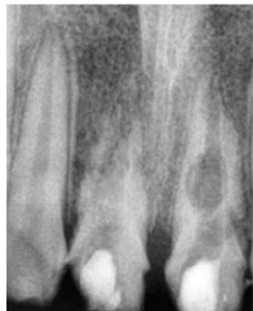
CBCT inicial donde se observa la reabsorción del OD 21.
